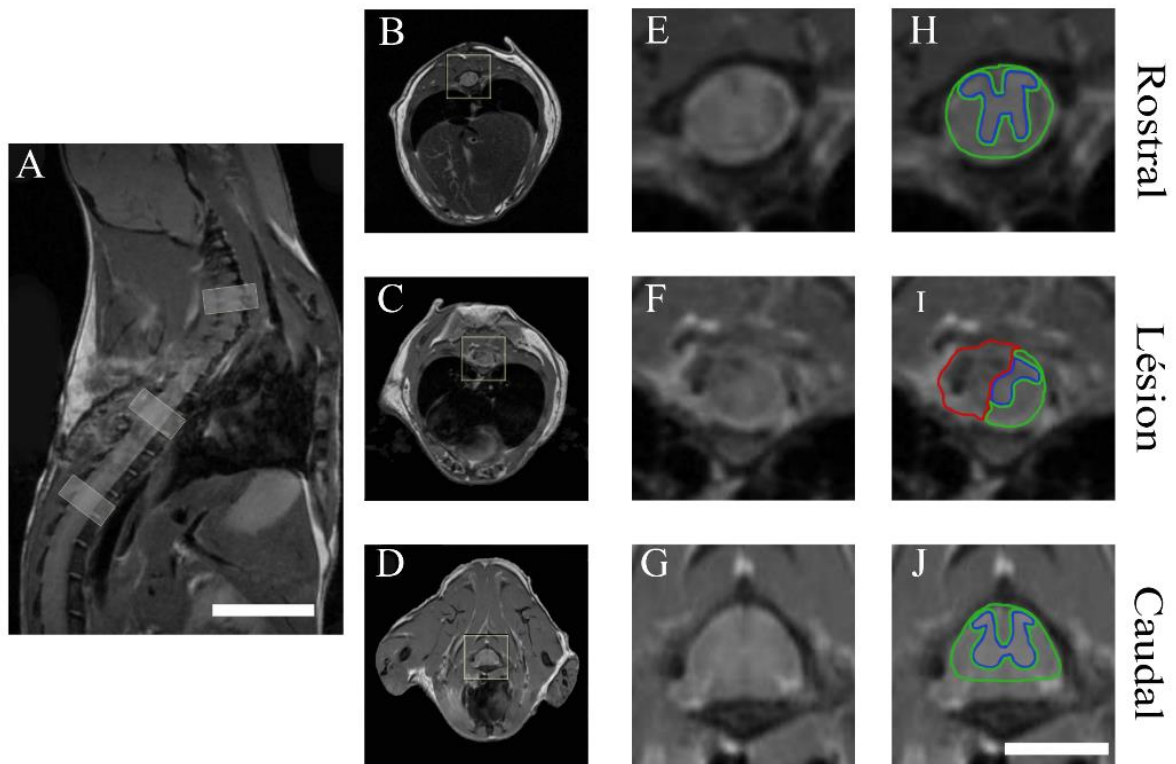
Suivi longitudinal en IRM *in vivo* pondérée T2. Image sagittale *in vivo* (A). Images axiales *in vivo* prises rostralement (B), au sein (C) et caudalement (D) à l'épicentre lésionnel. Les niveaux ont été indiqués sur l'image dans les rectangles blancs (A). Images zoomées des carrés blancs indiqués en (B), (C) et (D) (E-G). Segmentation de la substance grise préservée (bleu), de la substance blanche préservée (vert) et du tissu lésé (rouge) (H-J). Echelle (A) : 6mm, (B-J) : 2.5mm.
